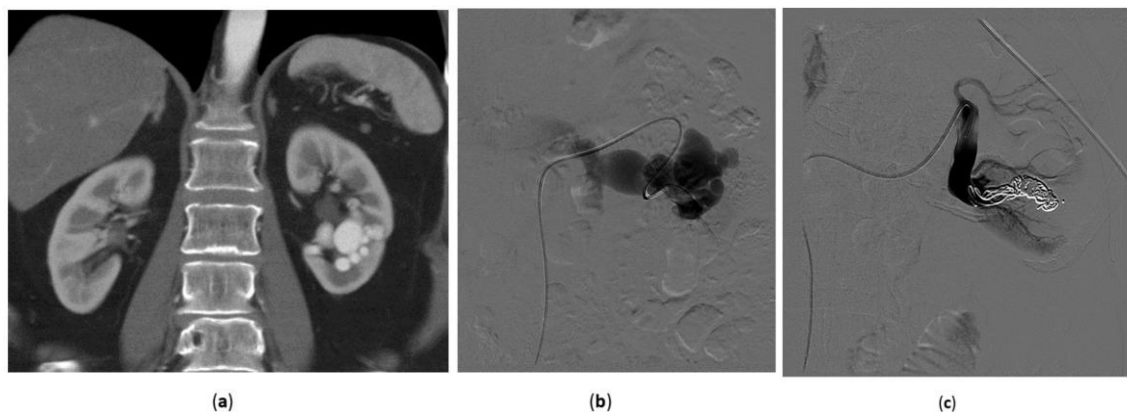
Fistule artérioveineuse rénale découverte fortuitement lors d'un examen échographique. L'absence d'antécédent de traumatisme ou de geste rénal oriente vers une origine congénitale. (a) Scanner avec injection de produit de contraste (temps artériel) : la reconstruction coronale met en évidence des structures vasculaires dilatées au niveau de la moitié inférieure du rein gauche ; (b) Angiographie sélective du rein gauche confirmant la présence d'une fistule artérioveineuse, associée à une dilatation majeure de la veine rénale ; (c) Disparition de la fistule après embolisation à l'aide de plusieurs coils détachables. (73)
